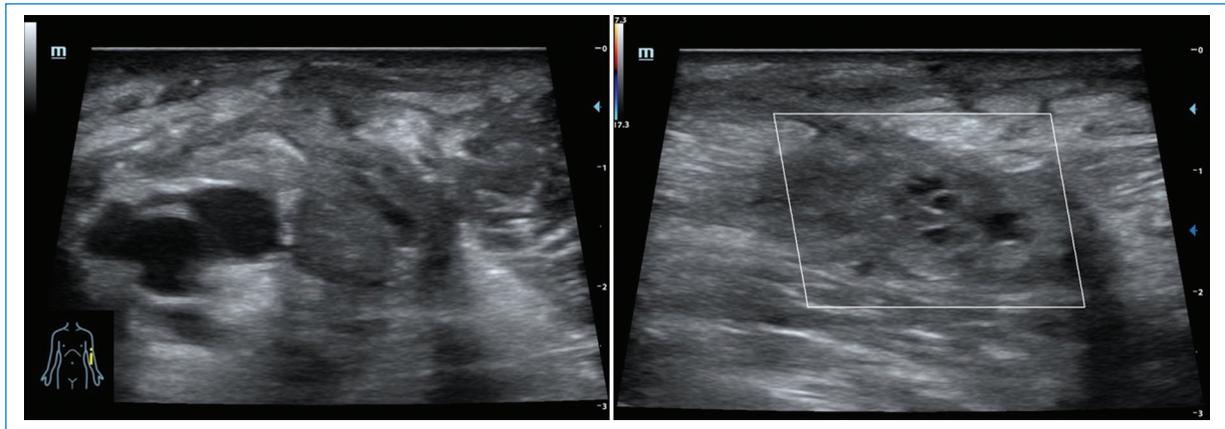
Paciente con fístula radiocefálica. Adyacente a los vasos humerales y en el espesor del plano muscular se observa una colección con ecos internos, sin flujo en la evaluación Doppler color, compatible con un hematoma en relación con el sitio de punción.
